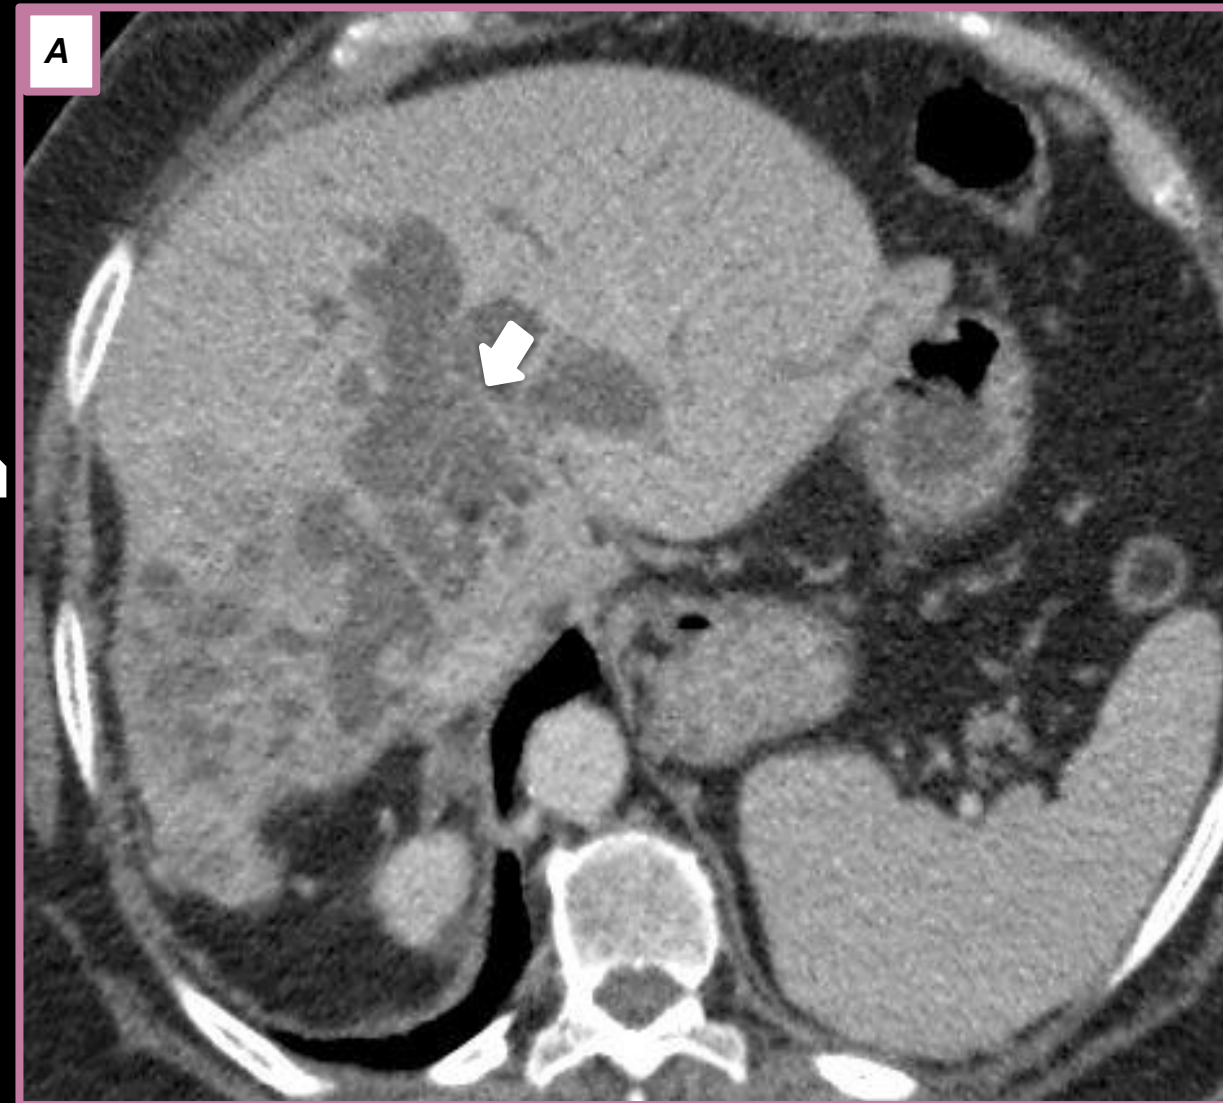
A) TC con contraste ev fase portal donde se evidencian dilataciones saculares en la vía biliar intrahepática (flecha blanca) B) Resonancia Magnética ponderada en T2 donde además de observarse la dilatación vía biliar intrahepática (flecha blanca) se observan imágenes hipointensas en relación a litiasis (flecha roja).
